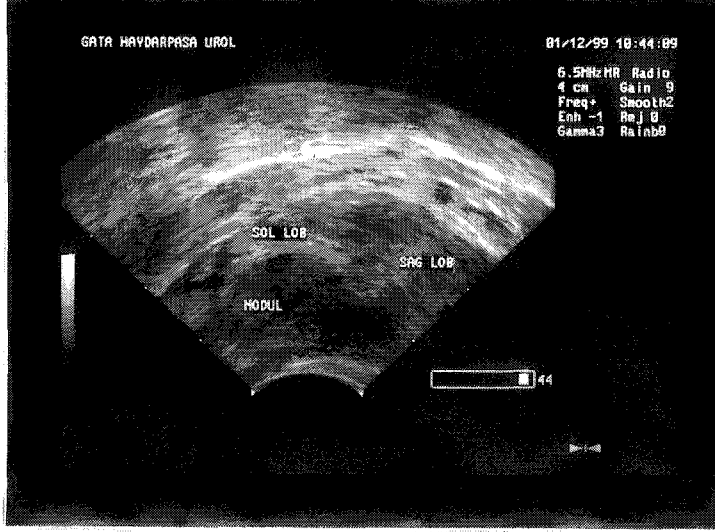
Kristali önde ve oblik yerleşimli olan (oblique-end-fire) prob ile prostatın transrektal ultrasonografik değerlendirmesi. (Ultrasound of the prostate, Rifkin)
